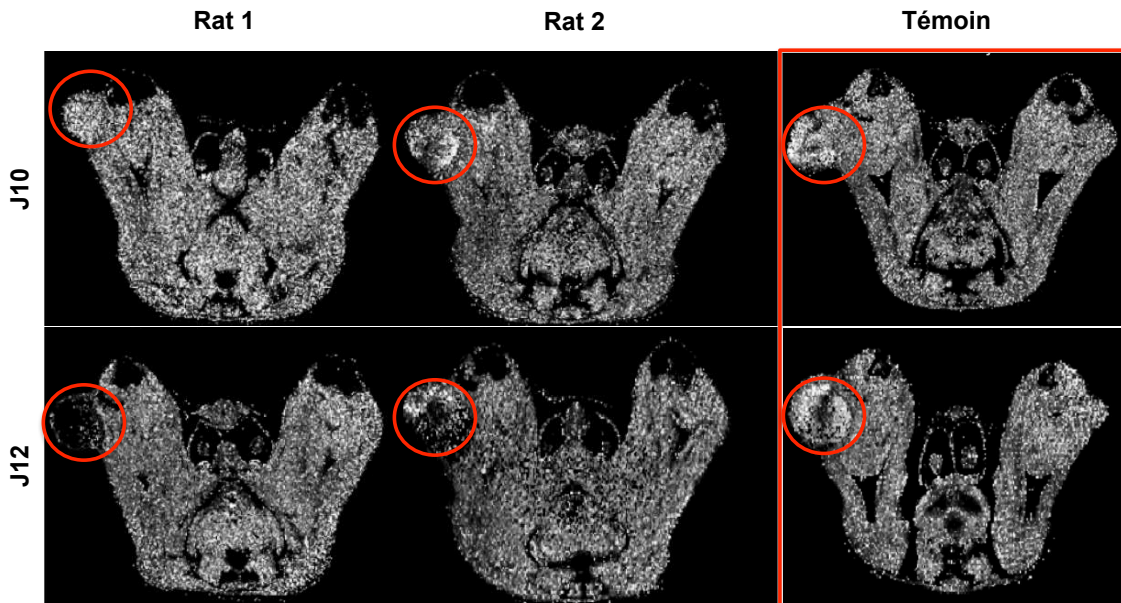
Images  $T2^*$  à J10 et à J12 avant traitement ultrasonore.
